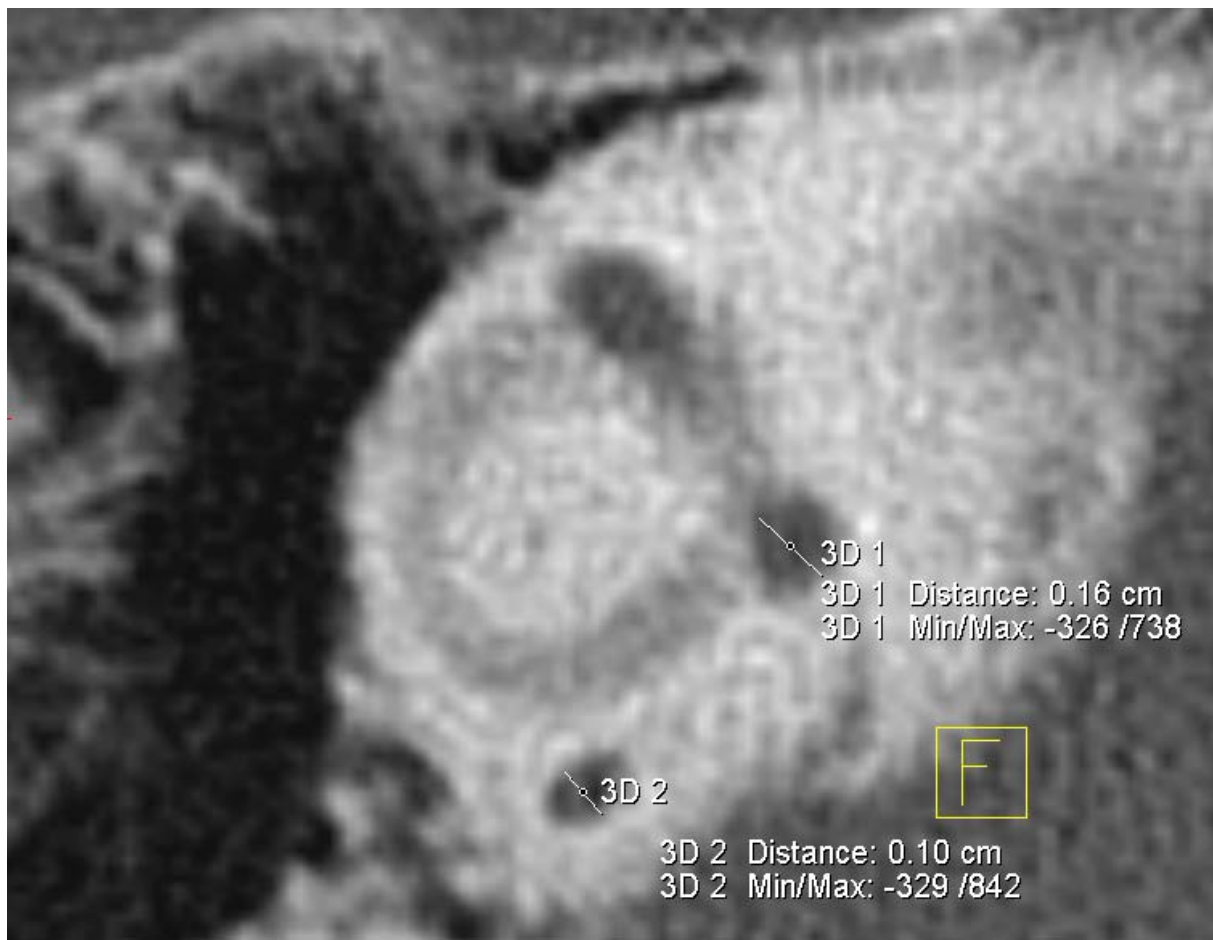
Messung des Durchmessers des Lumens des horizontalen Bogengangs außen {3D 2} [CT_HOOG_LDA_re] und innen {3D 1} [CT_HOOG_LDI_re] mit Tool ‚2D Distance
